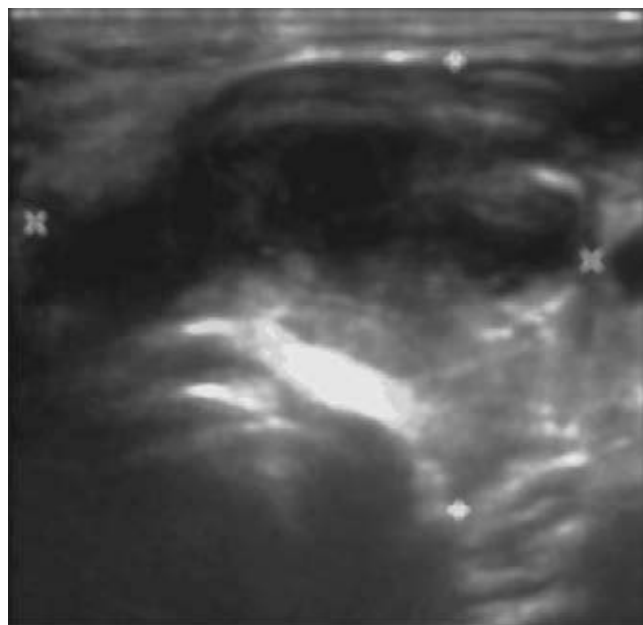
Ultrasonido tiroideo. Lóbulo izquierdo ocupado por una imagen heterogénea con densidad quística.
